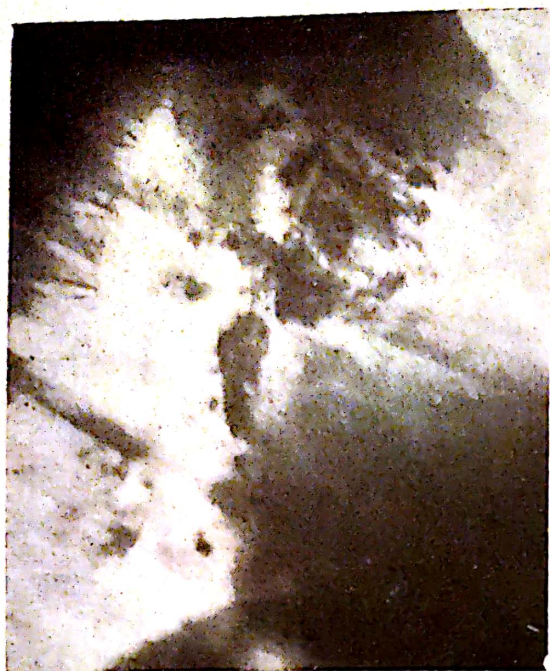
Radiografie pulmonară de profil: ganglioni mediastinali opăcificați după limfografie pe cale pedioasă.
